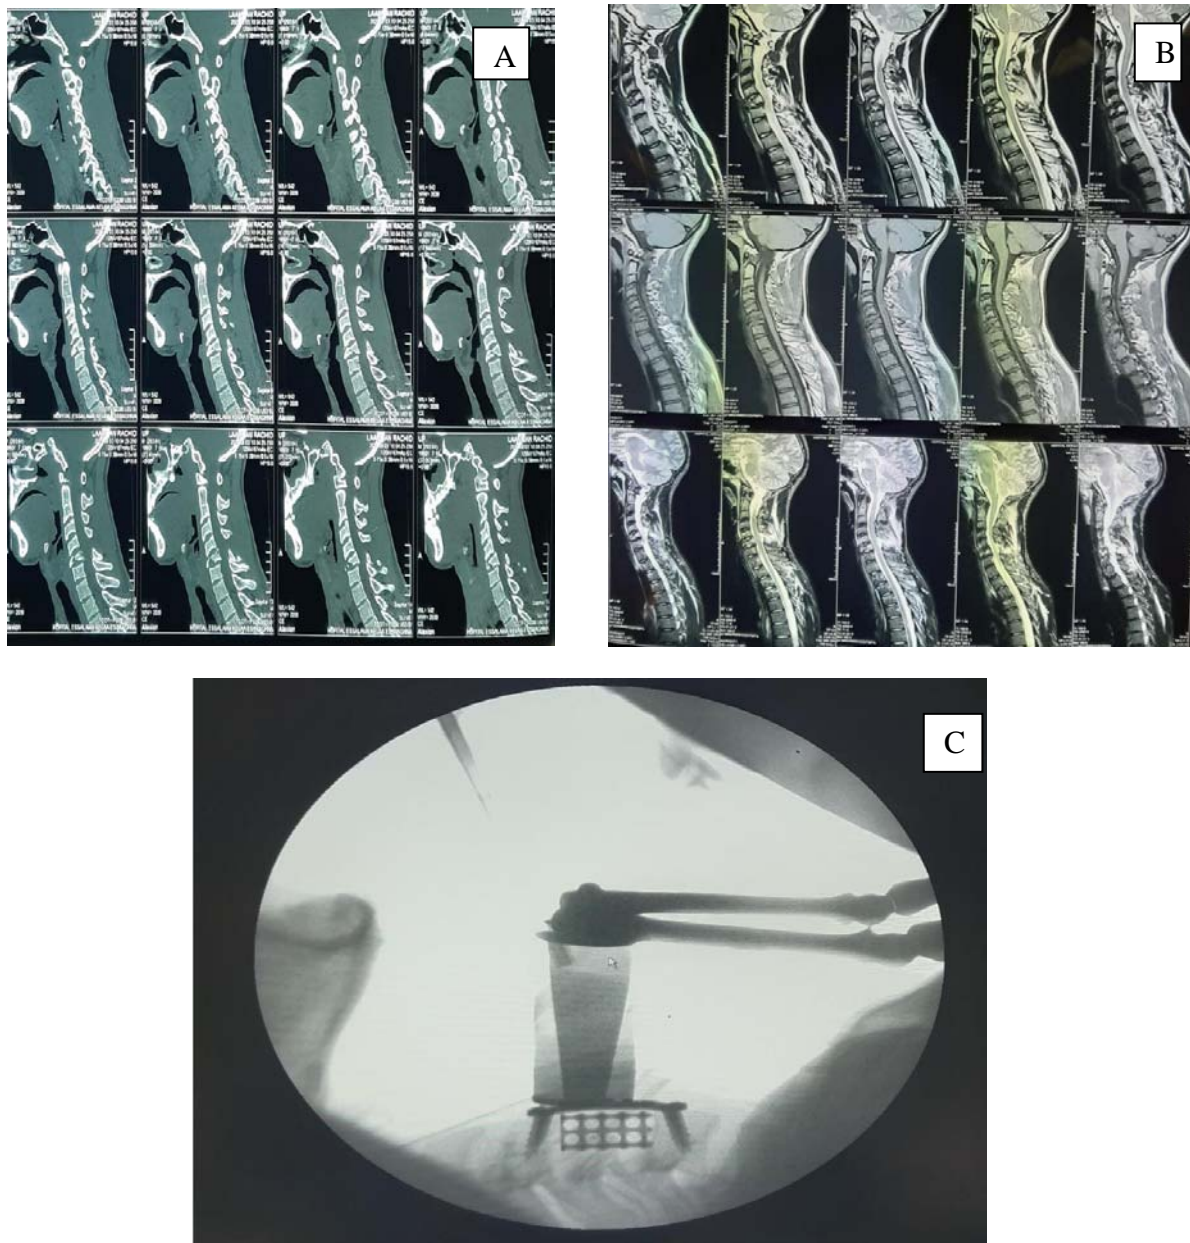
Tomodensitométrie(A)et une IRM(B) en coupe sagittal objectivant une fracture comminutive de C5, traité par corporectomie et mise en place d'une Mesh inter somatique et fixation par plaque cervicale antérieure comme l'indique la radiographie standard per-opératoire(C).
